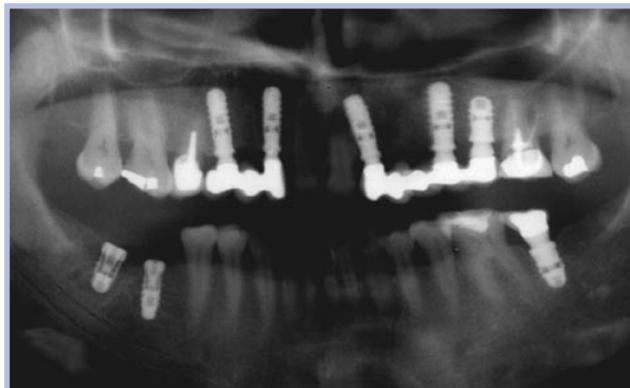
Controllo radiografico dopo un anno
